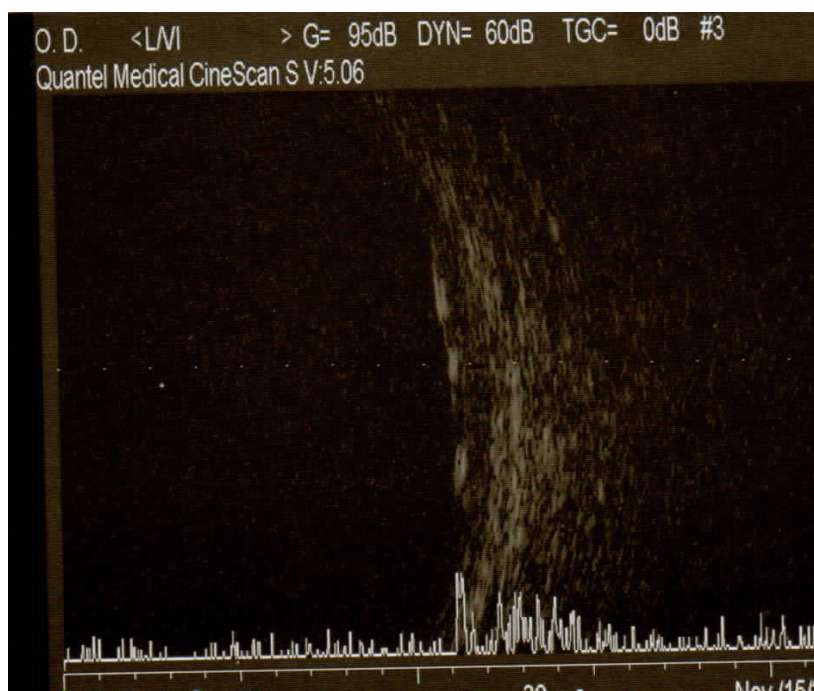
Ecografía orbitaria y ocular. Noviembre, 2012
